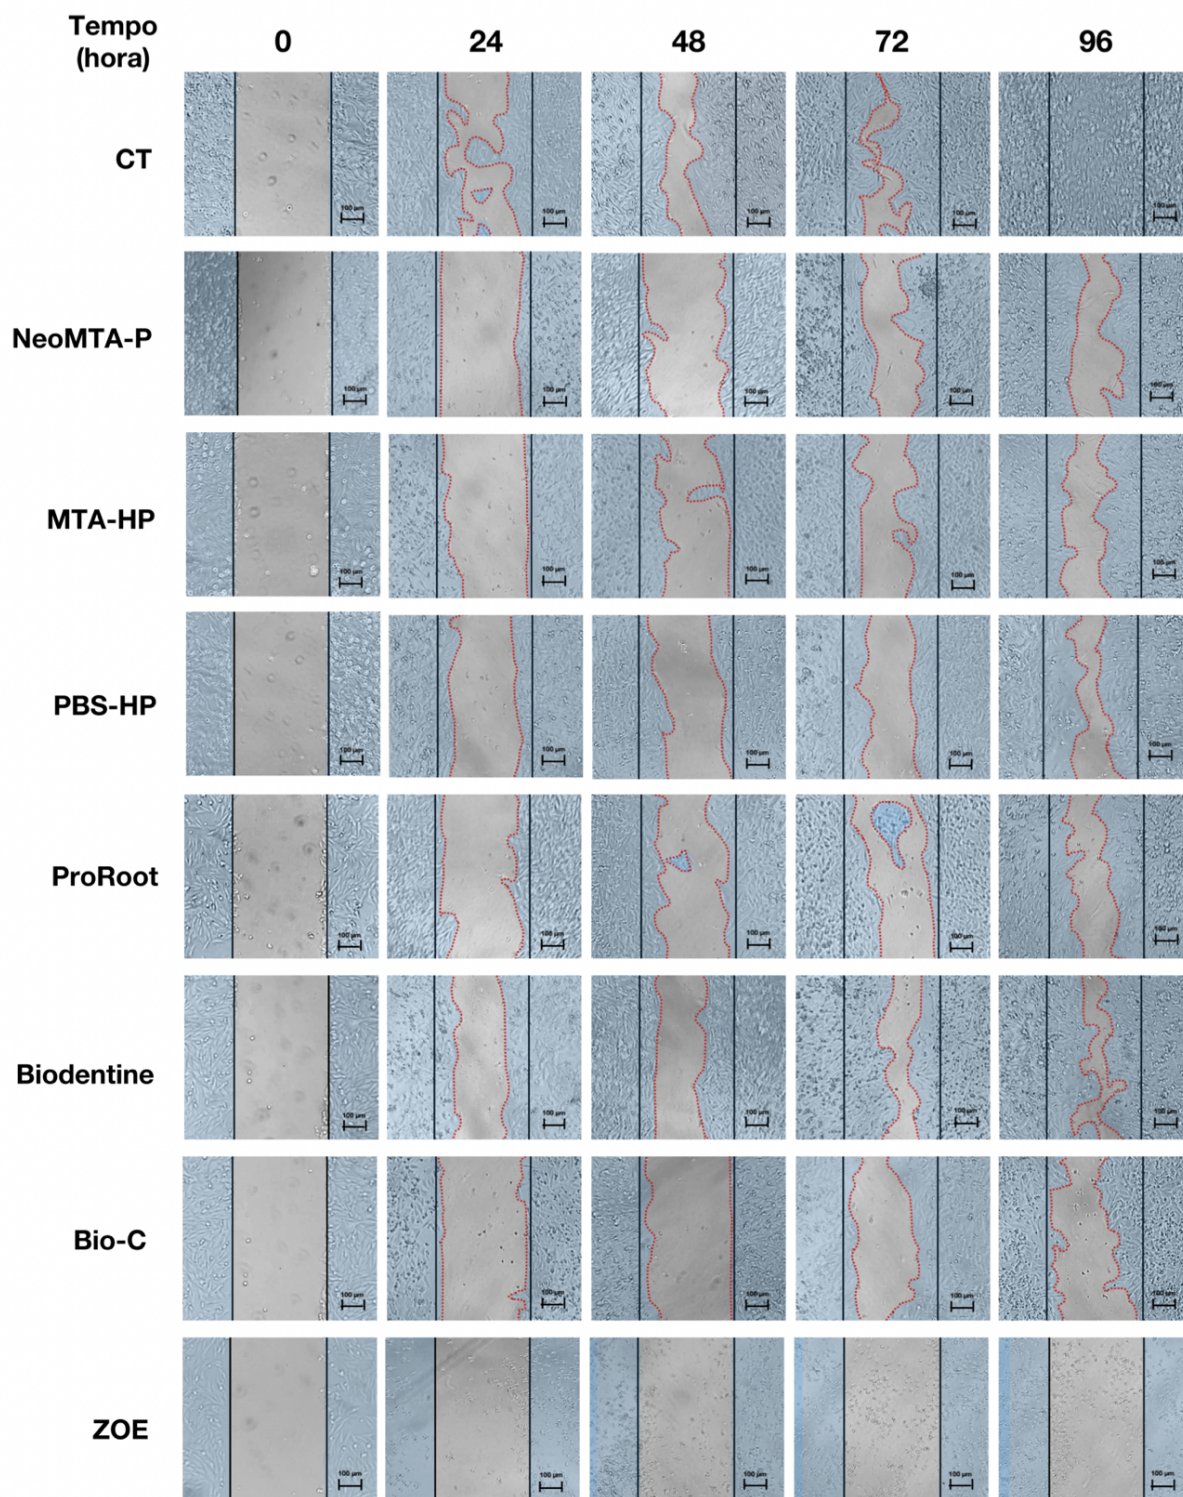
Wound Healing Assay. Imagens microscópicas demonstrando o fechamento da ferida nos tempos 0h, 24h, 48h, 72h até 96h (tempo decorrido para o fechamento total da ferida do grupo controle). Objetiva de 10x, barras = 100 µm. CT, grupo controle de células não expostas e, respectivamente, células expostas aos cimentos reparadores NeoMTA Plus, MTA Repair-HP, PBS-HP, ProRoot MTA, Biodentine, Bio-C Repair, Cimento de óxido de zinco e eugenol (controle negativo).
